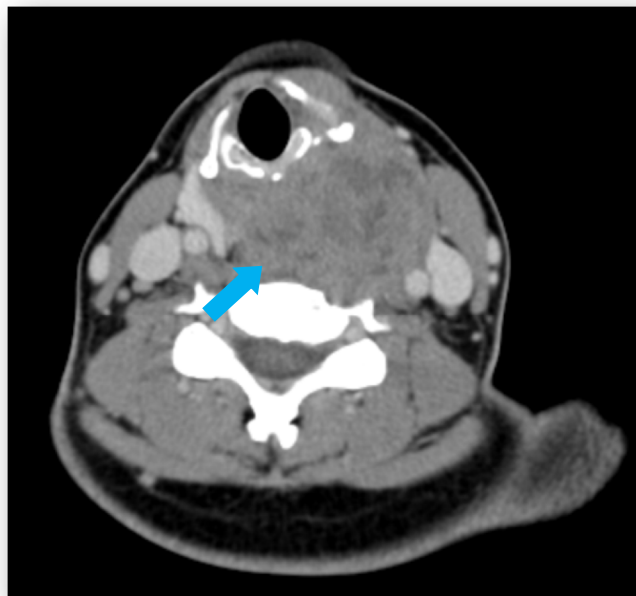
A TC cervical revelou volumosa massa cervical (7,5 x 6 x 4,5 cm), heterogénea, de morfologia irregular, limites mal definidos (seta).
